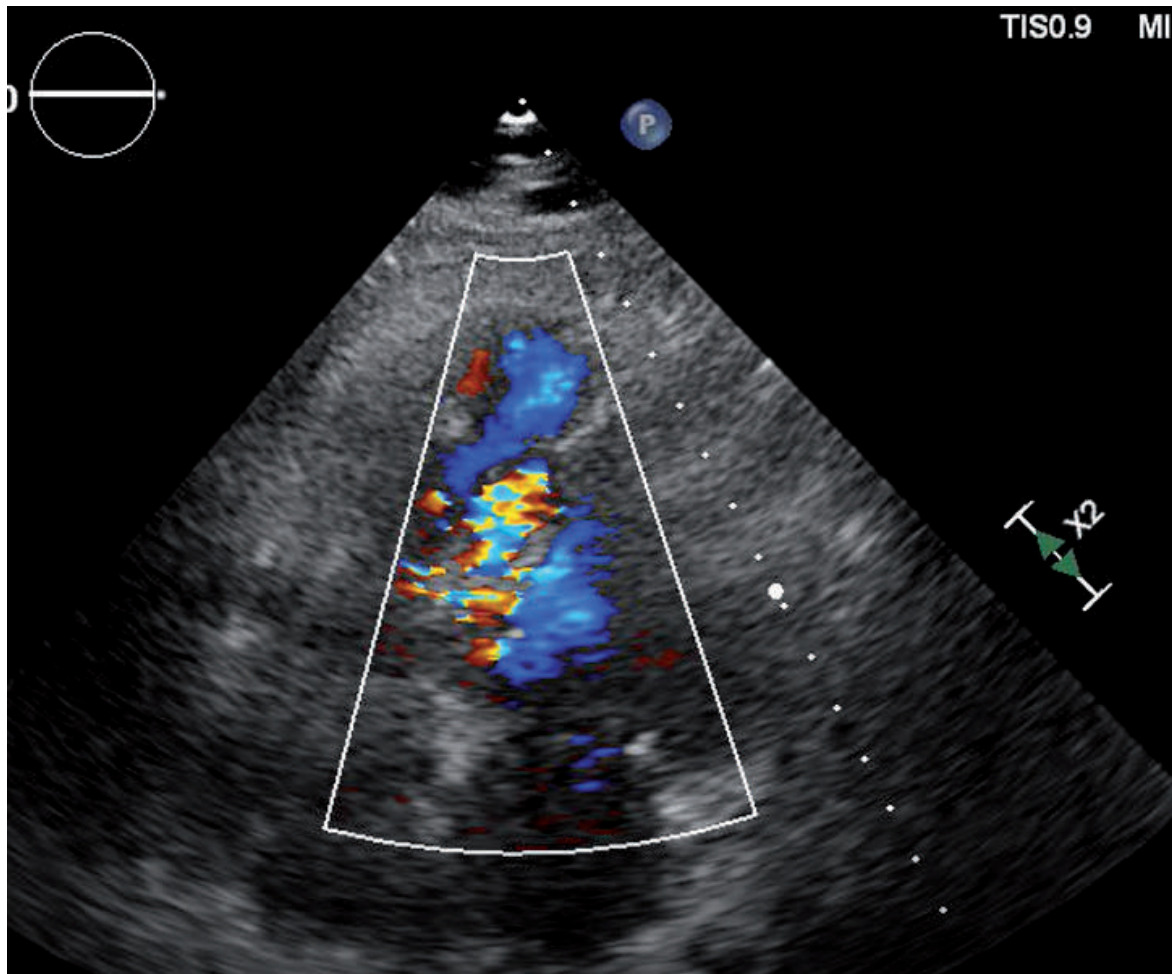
El doppler color demuestra flujo a través de la cavidad disecante y comunicación interventricular.
